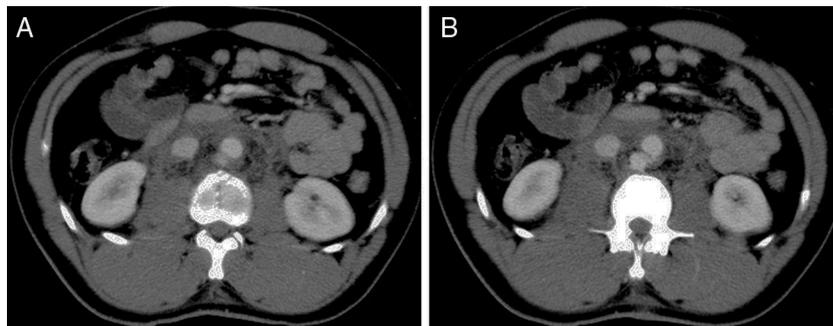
A) TC fractura vertebral. B) TC rotura aórtica.
